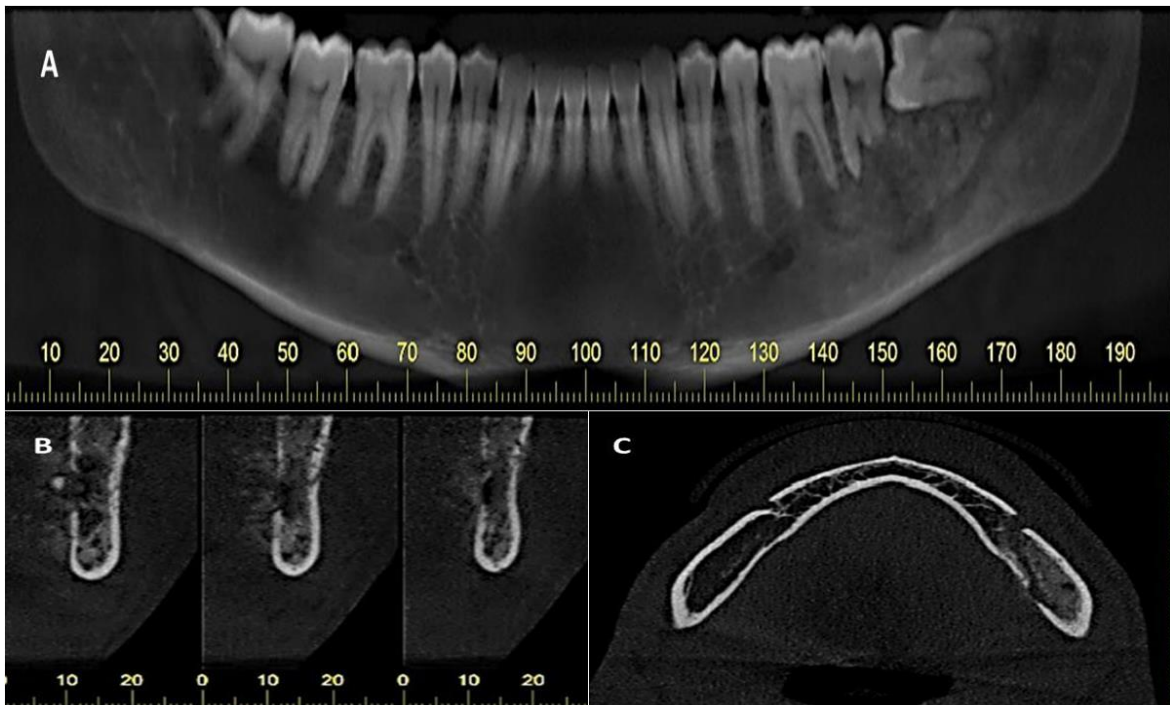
Tomografia computadorizada de feixe cônico do paciente. (A) Reconstrução panorâmica mostrando lesão mista em região posterior de mandíbula, de limites mal definidos, ocasionando reabsorção parcial da raiz distal do dente 37. (B) Cortes coronais exibindo reação periosteal osteofítica em “raios de sol” na cortical lingual mandibular. (C) Corte axial apresentando hiperdensidade do osso medular mandibular, no lado esquerdo.
